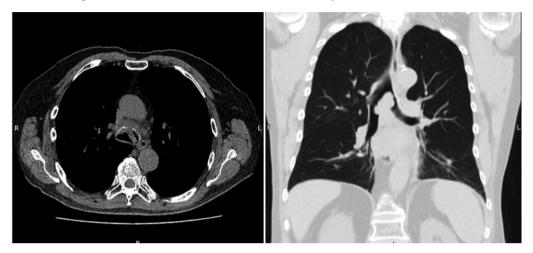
Tomografía computada de tórax, cortes axial y sagital en ventanas mediastínica y pulmonar. Evidencia de lesión exofítica que compromete tráquea distal.
